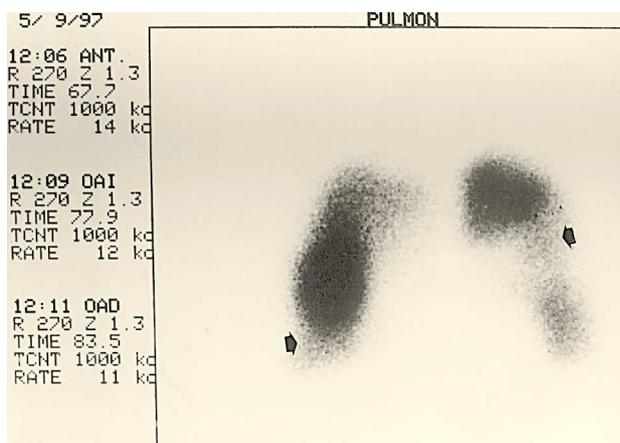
Gammaografía de perfusión (proyección Ant.) en la que se observan defectos de perfusión segmentaria en ambos lóbulos inferiores (flechas), en ausencia de lesiones concordantes en la radiografía de tórax.
